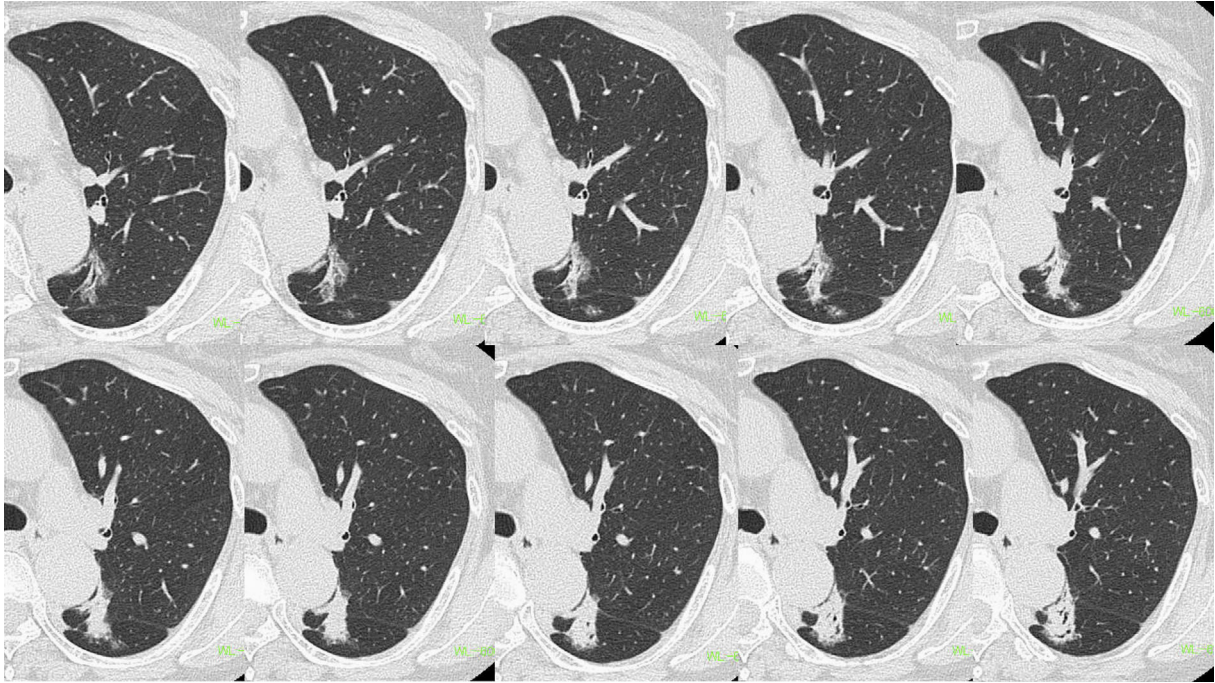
Chest CT showed a lesion located in the left upper and lower lobes, beyond the interlobar fissure.
